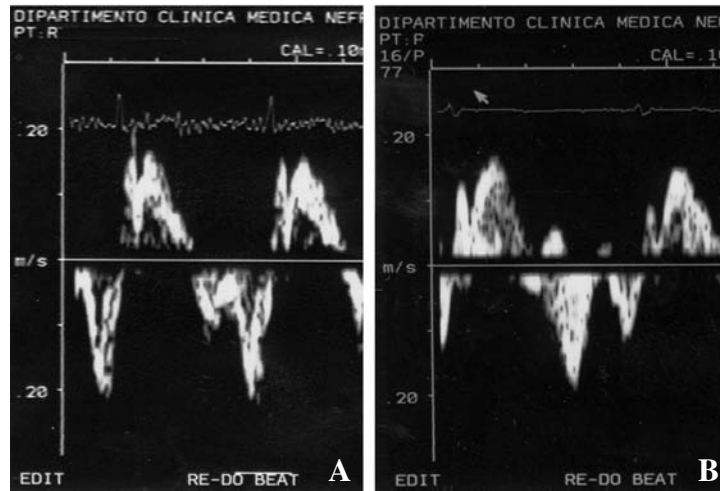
Analisi Doppler tissutale effettuata sull'anulus tricuspide in un paziente affetto da sindrome di Churg-Strauss (A) confrontato ad un controllo (B).
